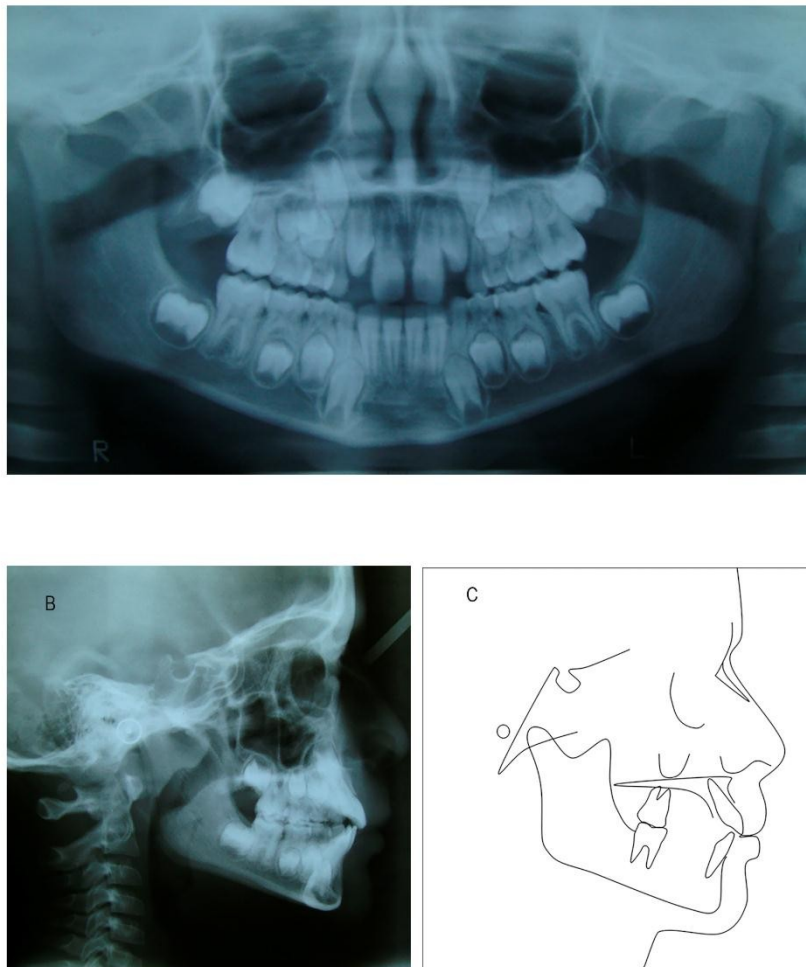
Imagem representativa dos exames de imagem do paciente. A- Radiografia panorâmica, B- Telerradiografia de perfil e C- Traçado cefalométrico
